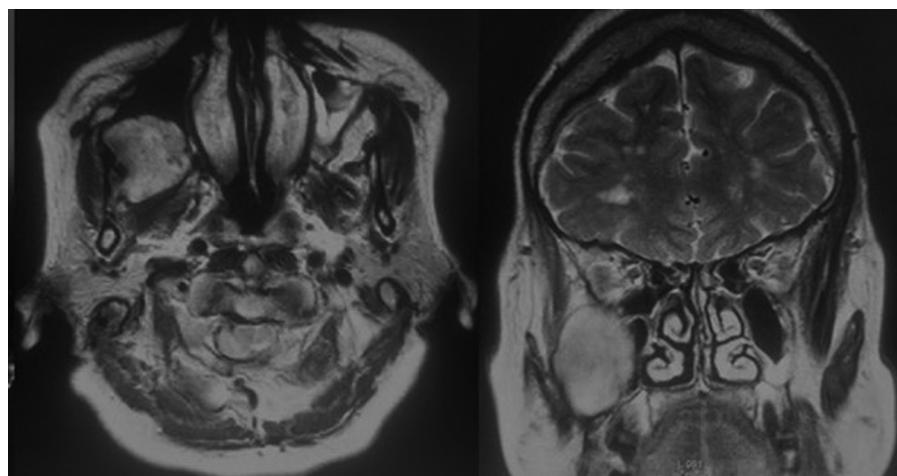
Cortes de la resonancia magnética axial y coronal en los que se observa una lesión redondeada, homogénea y bien delimitada, que invade el seno maxilar y la fosa pterigopalatina del lado derecho.
